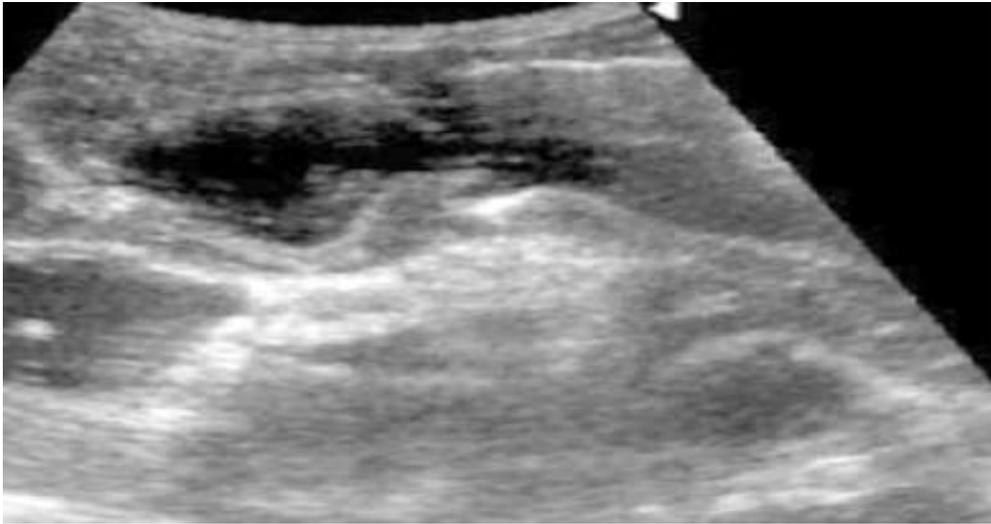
УЗИ. Язва желудка
